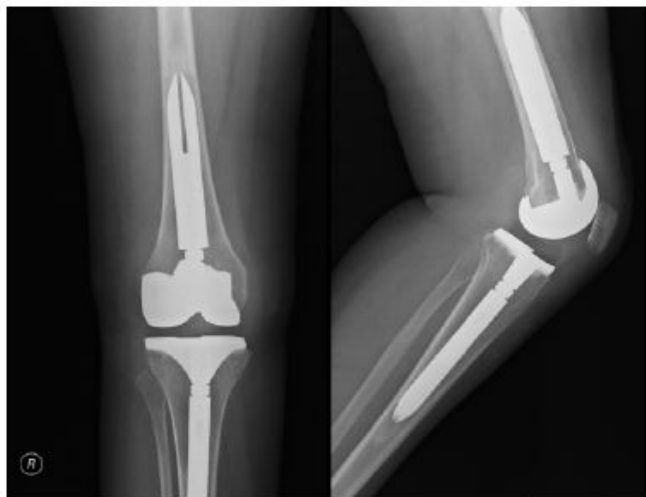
Radiografias em incidência AP e perfil 12 meses após o tratamento cirúrgico
